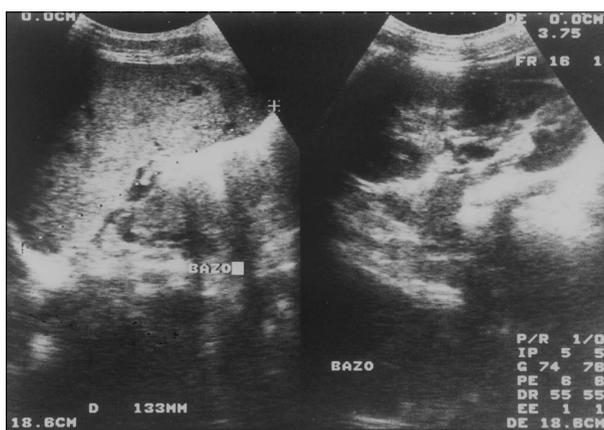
Ecografía en la que se observan imágenes hipocóicas de menos de 1 cm.
